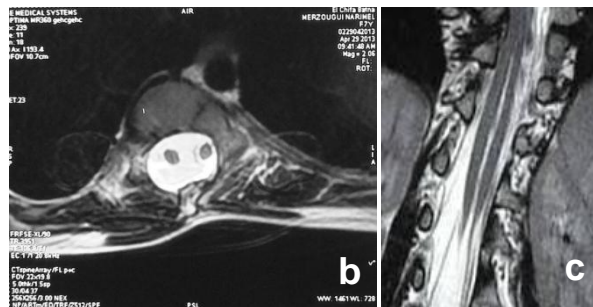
Scoliose thoracique secondaire à une malformation médullaire, (a) pilosité anormale sur la ligne médiane du dos, (b) et (c) IRM : coupes axiale et sagittale montre une diastématomyélie [Collection personnelle].
